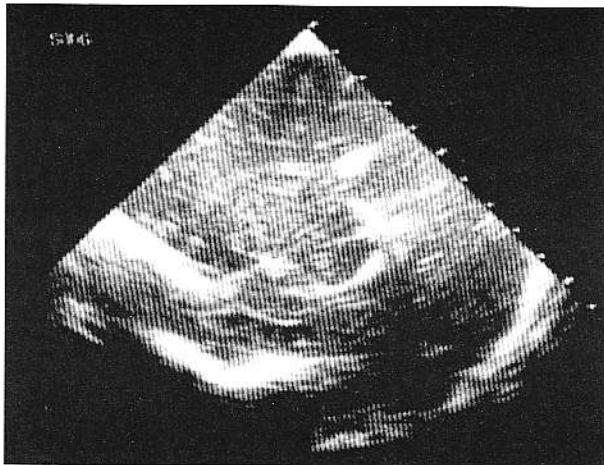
Calcificare cerebrală triunghiulară laterală de corpul ventriculului lateral stâng (P.V.), secțiune ecografică parasagitală laterală stânga prin fontanela anterioară.
